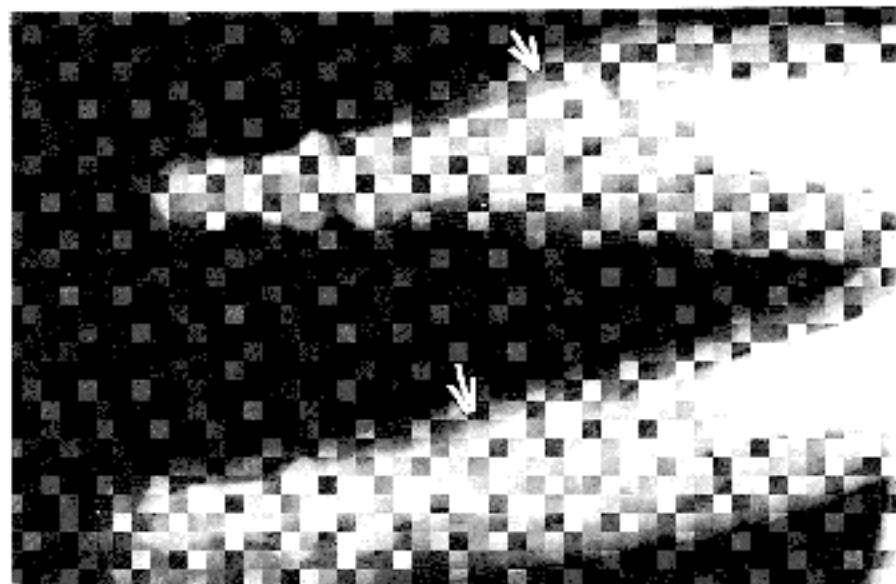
Simple X-ray of left hand exhibits two small radiopaque foreign bodies in 3rd and 4th fingers(→). Case 2.
